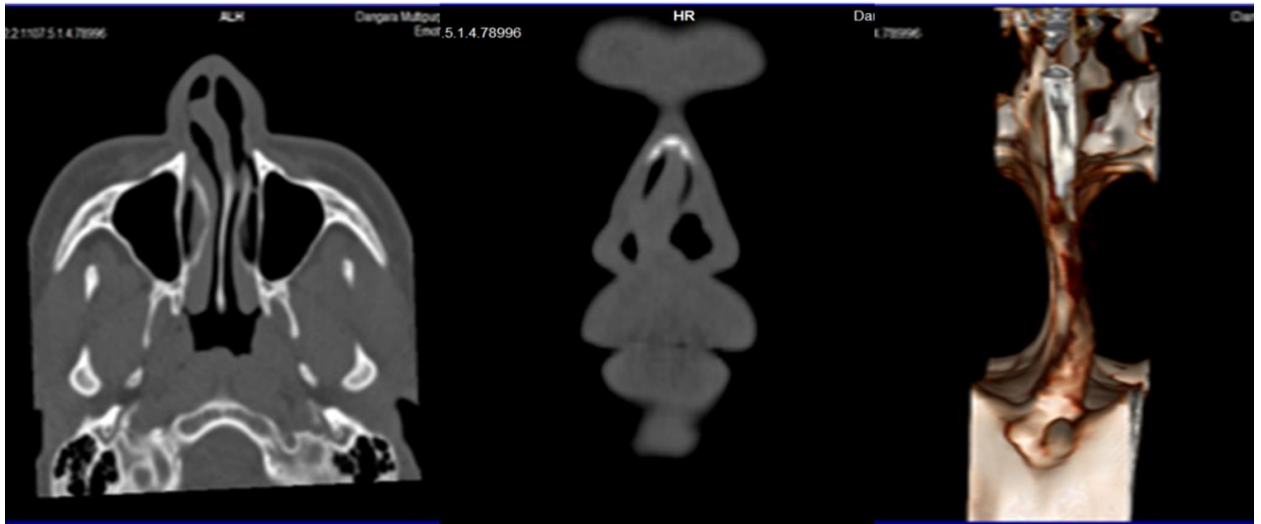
ИПН, тип II. КТ снимок: левосторонний вертикальный гребень в тесном контакте с передним носовым клапаном, сузил и полностью заблокировал воздушный канал на соответствующей стороне носа
